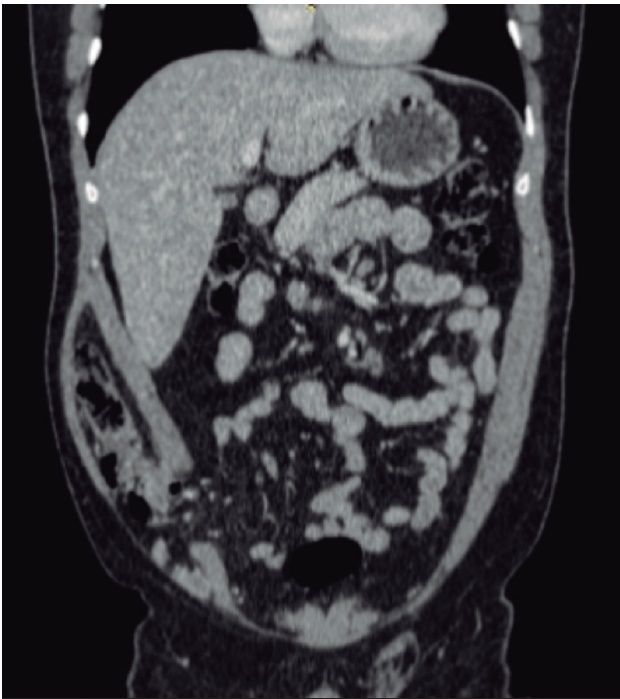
Segunda tomografía axial computada. Reconstrucción frontal de tomografía.
